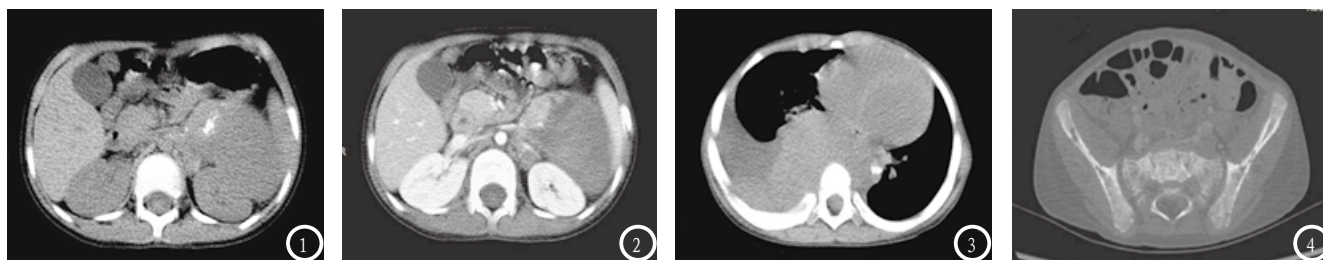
男,3岁,NB,图1 CT平扫左肾上腺区团块状混杂密度,伴斑片状钙化,左肾受压;图2 增强扫描动脉期肿块呈轻-中度不均匀强化,包绕左肾动静脉生长;图3 女,6岁,NB,图3CT平扫后纵隔不规则等低密度,伴点状钙化,右侧相邻肋骨膨大、局部密度减低;图4 男,11个月,NB髂骨转移,CT平扫髂骨及骶骨多发低密度骨质缺损,皮质变薄、局部毛糙。
